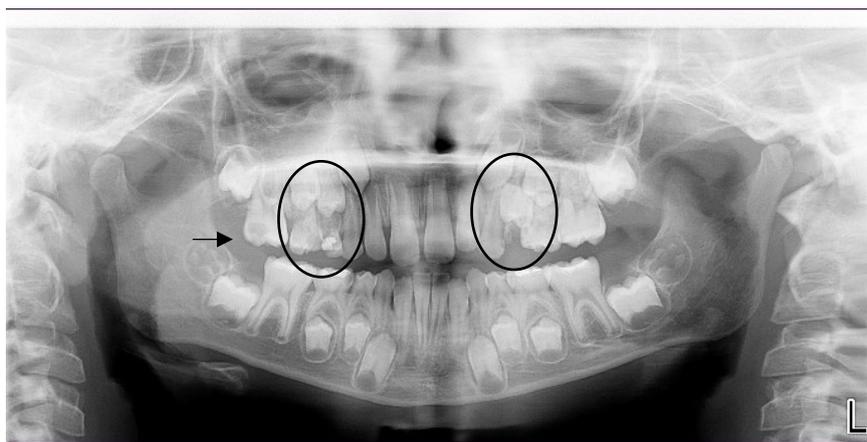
Ortopantomografia, pertencente a paciente com 17 anos de idade do género masculino.*
